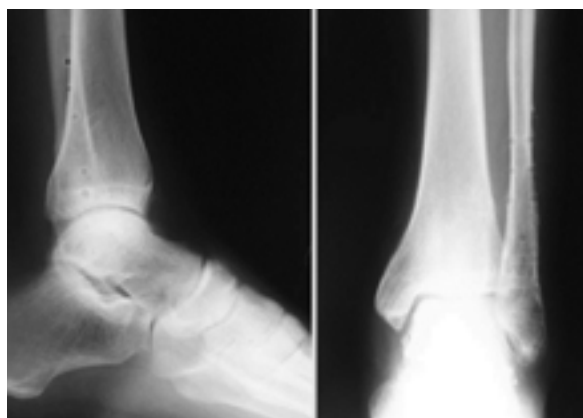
Контрольная рентгенограмма после того как металлическая конструкция была удалена.
